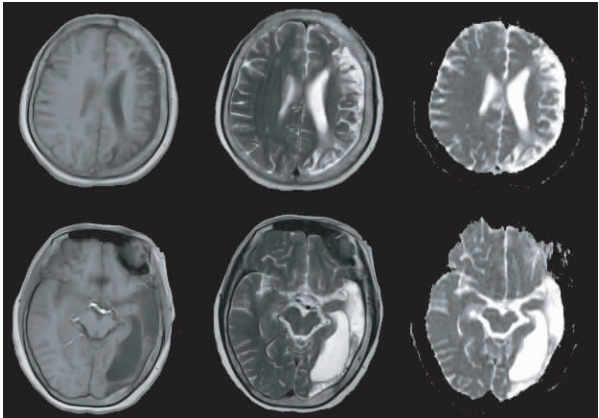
头颅 MRI 平扫示左侧大脑半球见多个点、片状长 T<sub>1</sub> 长 T<sub>2</sub> 信号,边缘清晰,无占位效应,左侧脑室扩大改变,左侧大脑半球体积较小,中线居中无移位
